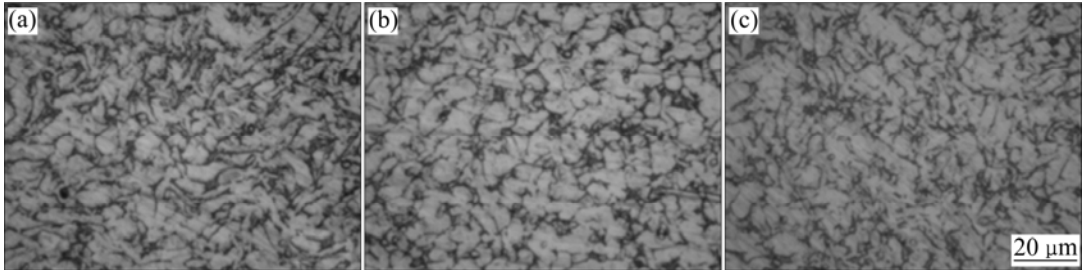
d* 75 mm TC4 合金棒材横截面不同位置的组织形貌
